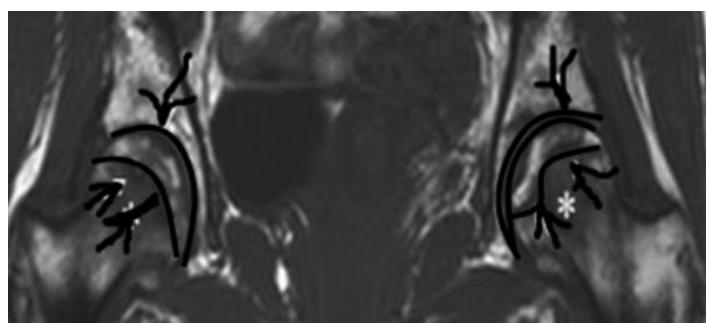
Imagine RMN stadiul V
